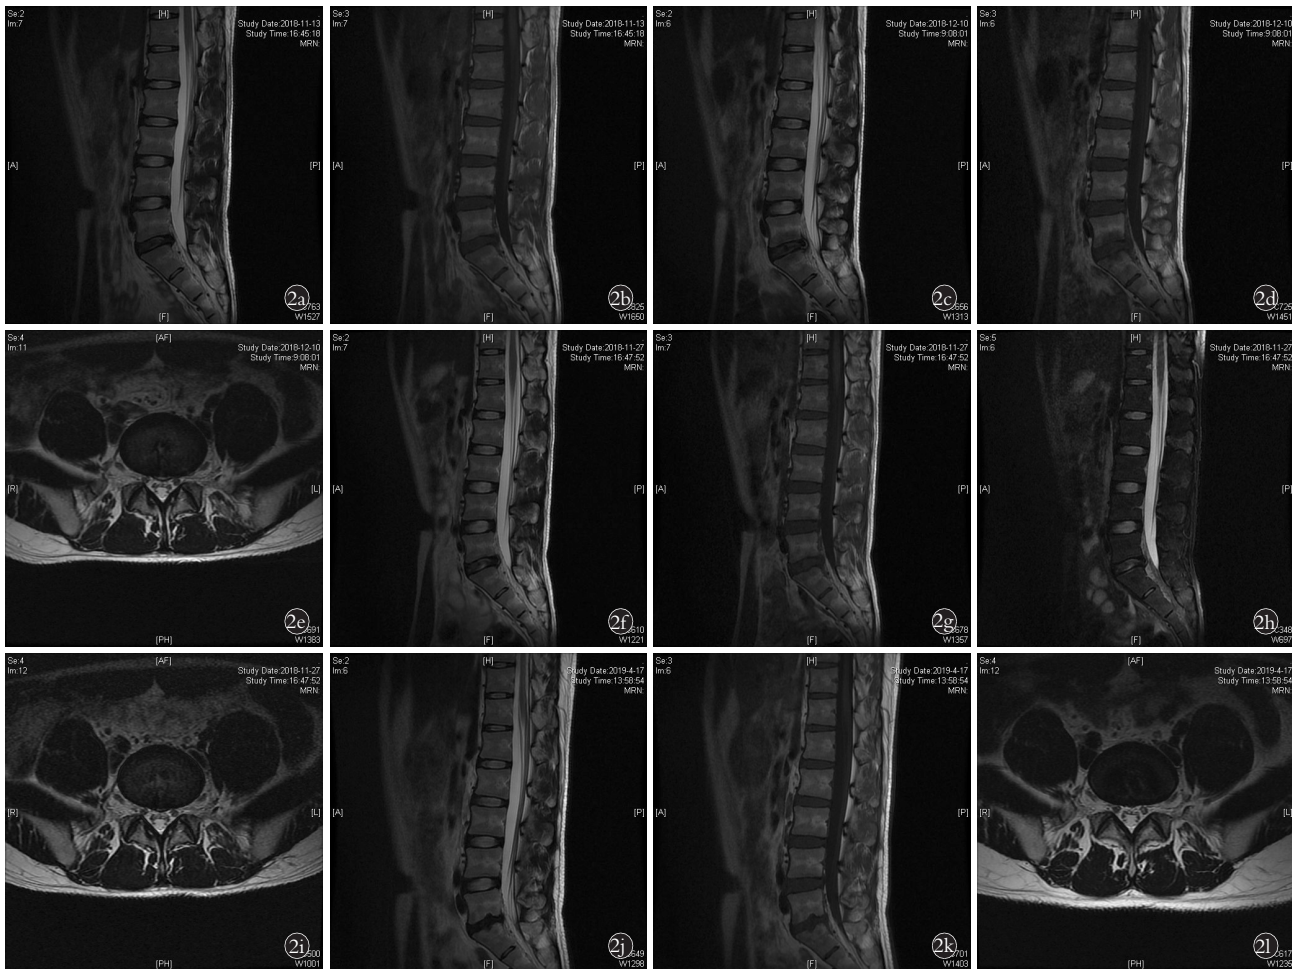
患者,男,20 岁,术前诊断为椎间盘源性腰痛(L₅S₁) 2a,2b. 射频术前核磁矢状位 L₅S₁ 椎间盘退行性改变,Pfirman 分级 L₅S₁ IV 级 2c,2d,2e. 腰椎射频术后 21 d,MRI 矢状位及轴位显示 L₅S₁ 上下终板及椎体 T1 呈低信号,T2 呈高低混杂信号 2f,2g,2h,2i. 腰椎射频术后 48 d,MRI 矢状位及轴位显示 L₅S₁ 上下终板及椎体 T1 呈广泛低信号,T2 呈高杂信号伴有终板损伤信号,无明显脓肿形成 2j,2k,2l. 腰椎射频术后 5 个月,MRI 矢状位及轴位显示 L₅S₁ 椎间隙狭窄,上下终板及椎体呈正常信号,上下终板凹陷改变
